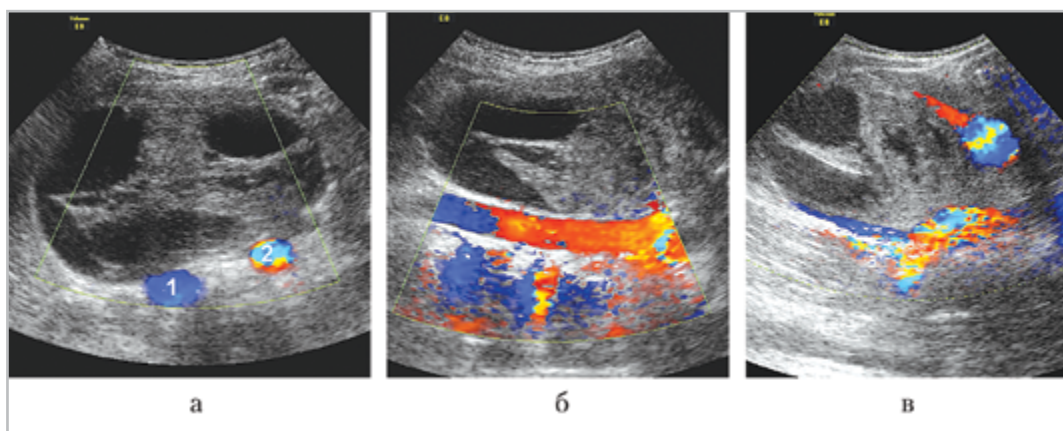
Результаты УЗИ, цветовое картирование кровотока: 1 — нижняя полая вена; 2 — брюшная аорта; а — поперечный скан; б — продольный скан над аортой; в — косопродольный скан левее средней линии
